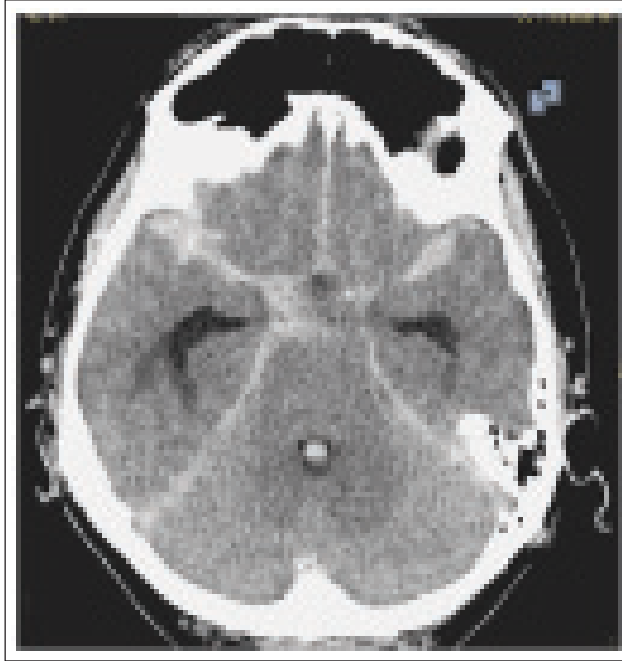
Initiales kraniales CT: Es zeigt sich eine symmetrische, posterior betonte, basale Subarachnoidalblutung mit erweiterten Ventrikeln (Temporalhörner und III. Ventrikel) als Zeichen eines fortgeschrittenen Liquoraufstaus.
